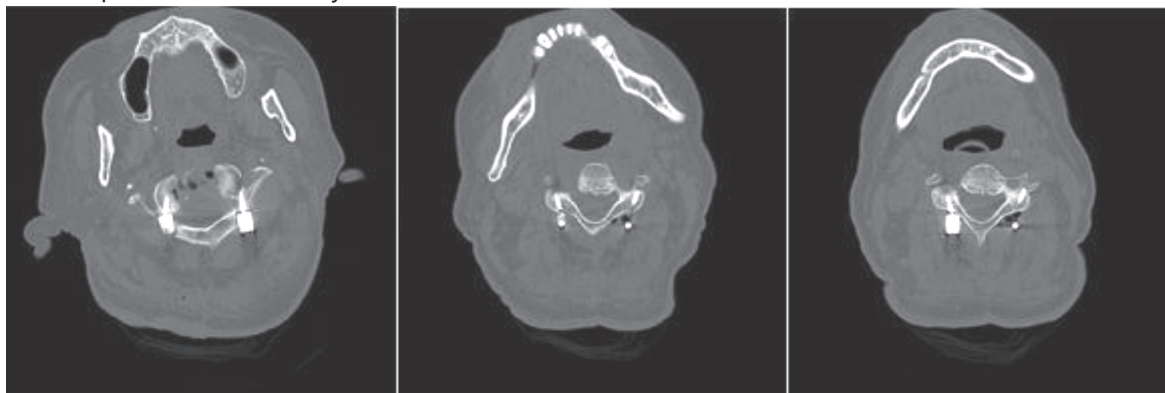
Послеоперационные КТ снимки (аксиальные срезы)
